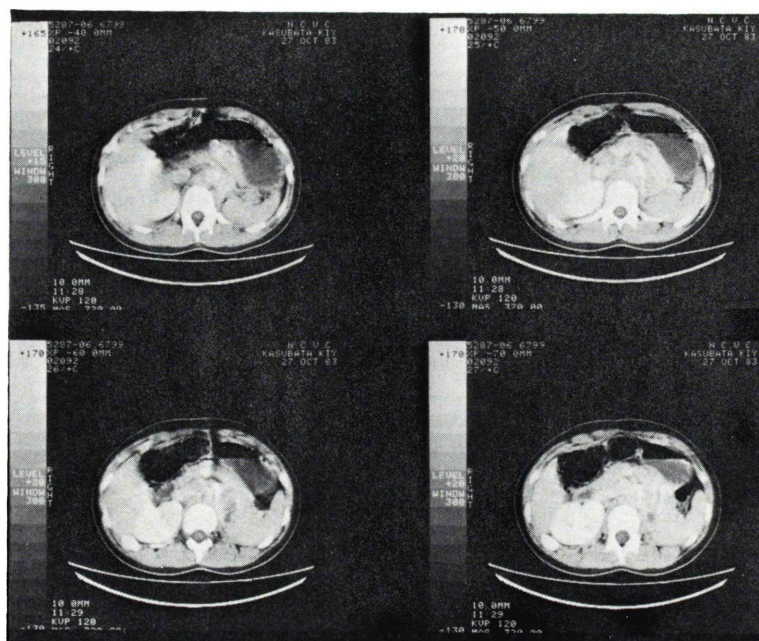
CT scan showed multiple tumor around abdominal aorta.
